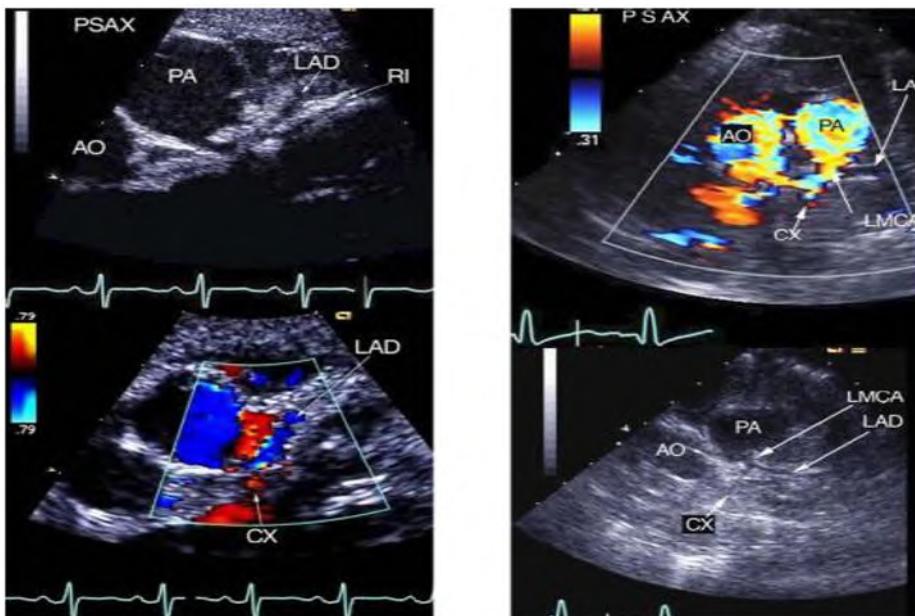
Siêu âm Doppler màu động mạch vành.
